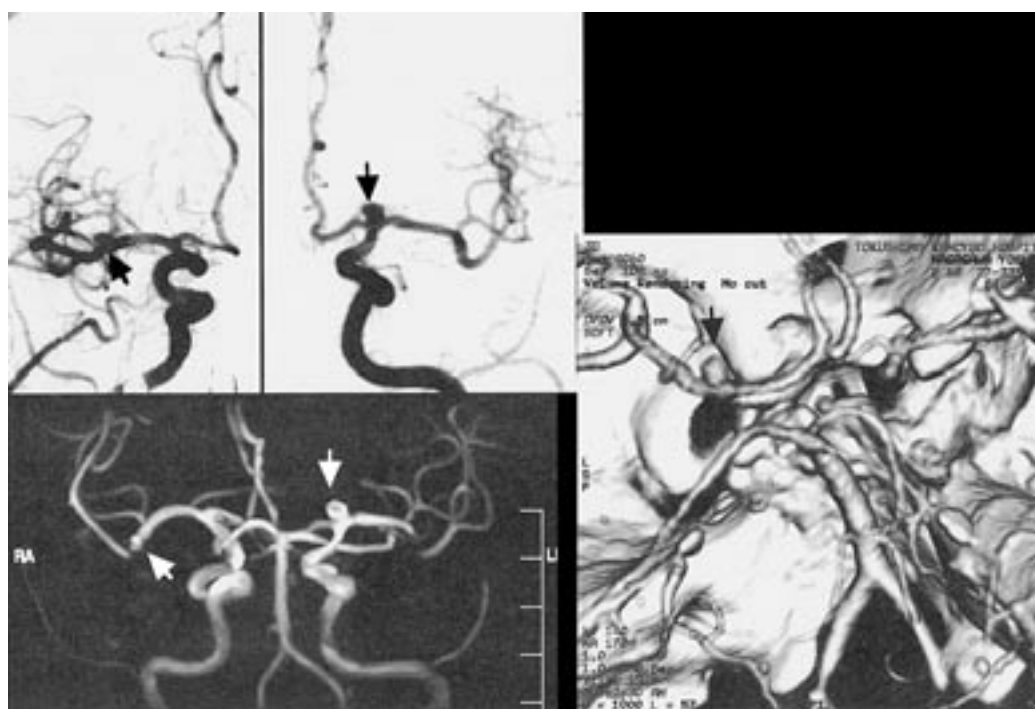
脳動脈瘤のDSA(左上), MRA(左下), 3D-CTA(右)の比較
